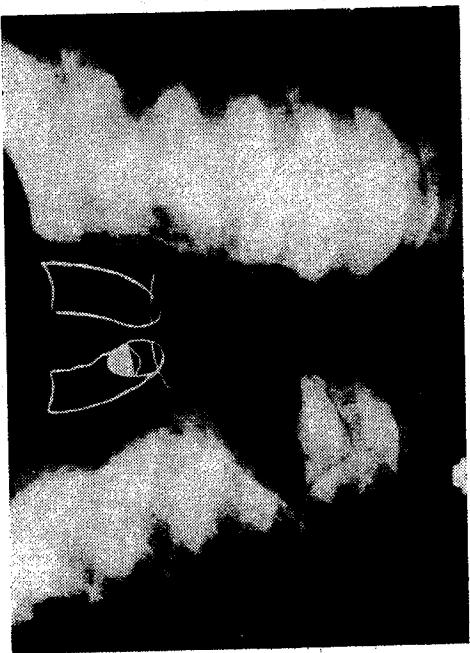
Radiografi direkte e torakxit. Ciste ekinokoku e plasur nè bronke, dy ditè pas ruptures vihet re symptomi i harkut dyfish i Cumbo.
